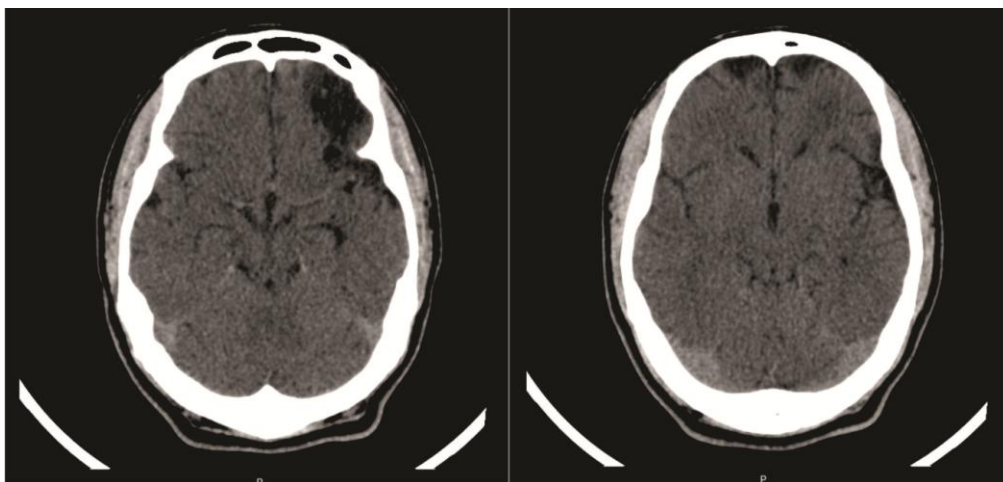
Exames de neuroimagem por Tomografia Computadorizada evidenciando lesão temporal esquerda e frontal bilateral.
